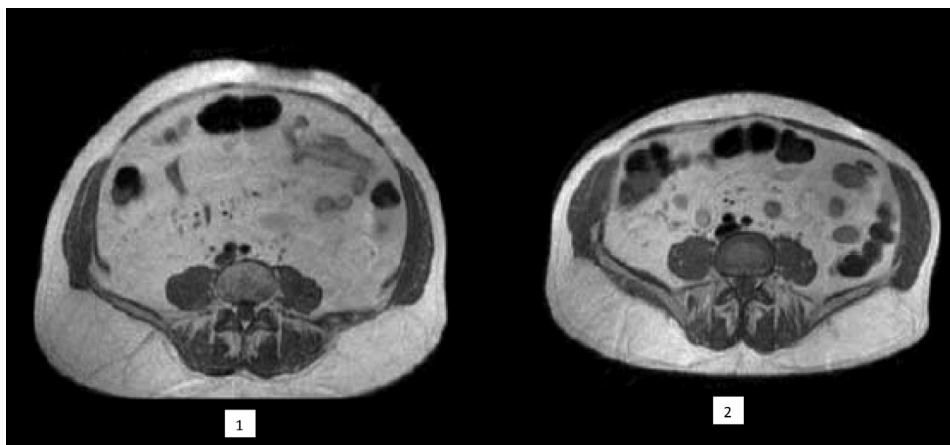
Данные компьютерной томографии органов брюшной полости в исходе (1) и через 1 год (2) модификации образа жизни пациента с абдоминальным ожирением
